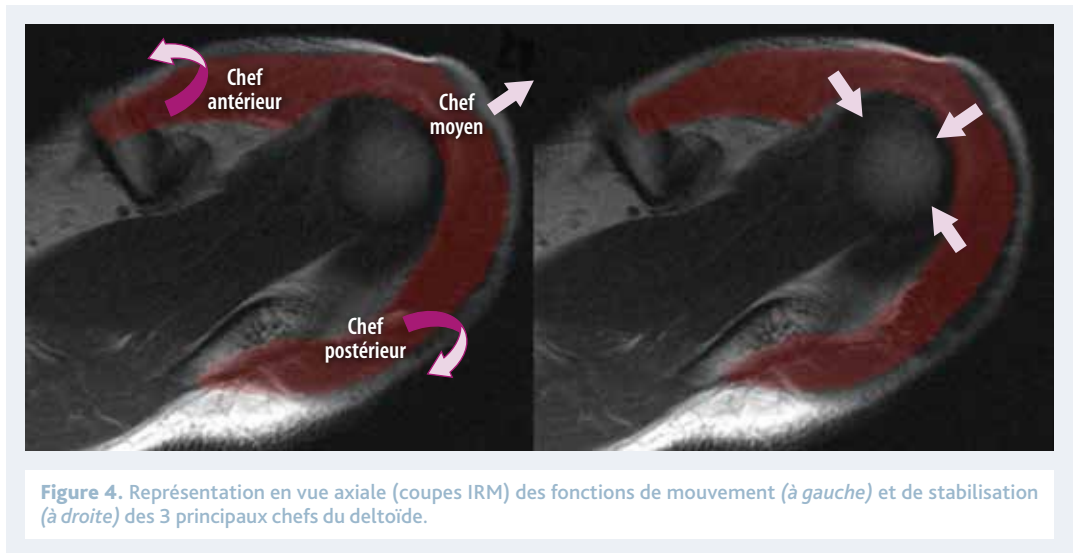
Représentation en vue axiale (coupes IRM) des fonctions de mouvement (à gauche) et de stabilisation (à droite) des 3 principaux chefs du deltoïde.
